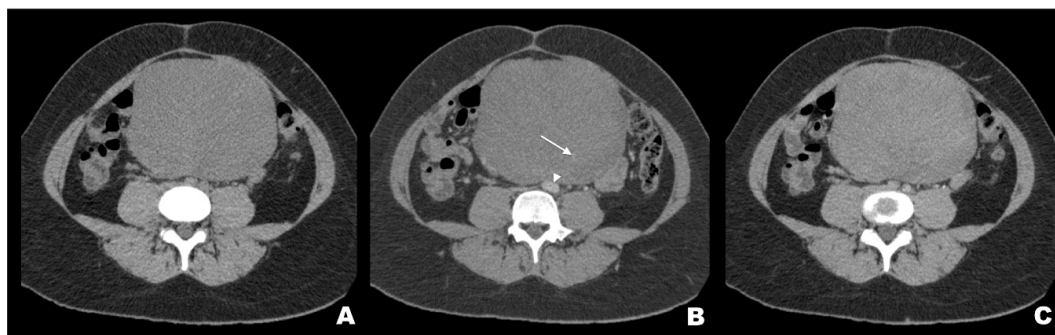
Tomografía computarizada de abdomen y pelvis. El tumor presenta estructuras vasculares en su interior (flecha), mide 15 x 16 x 16 cm, es hipodenso y homogéneo, genera desplazamiento de asas intestinales y compresión de la aorta abdominal y la vena cava inferior (cabezas de flecha).
